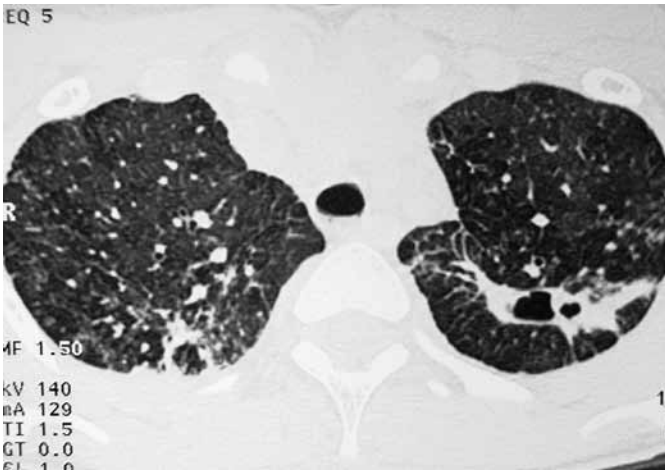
Aspergilosis semiinvasiva. Paciente de 10 años de edad con historia de desnutrición, tos y hemoptisis de cinco meses de evolución. La TC muestra imagen de consolidación del lóbulo superior izquierdo con cavitación asociada.
